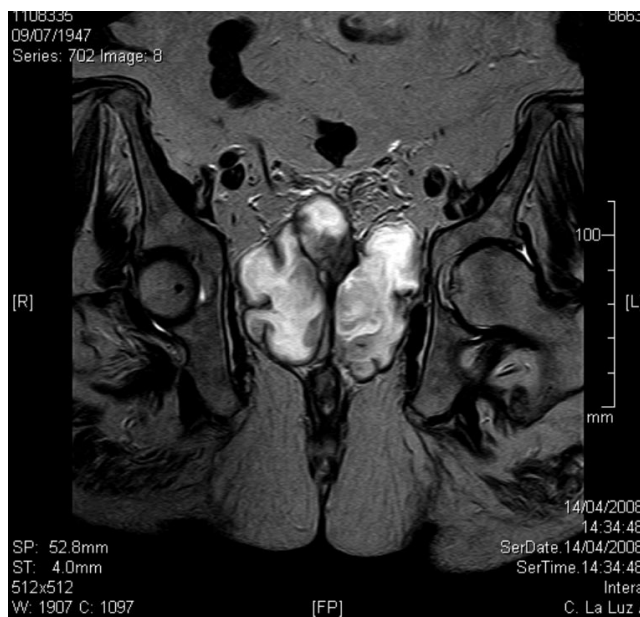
Resonancia magnética. Realce prostático.
